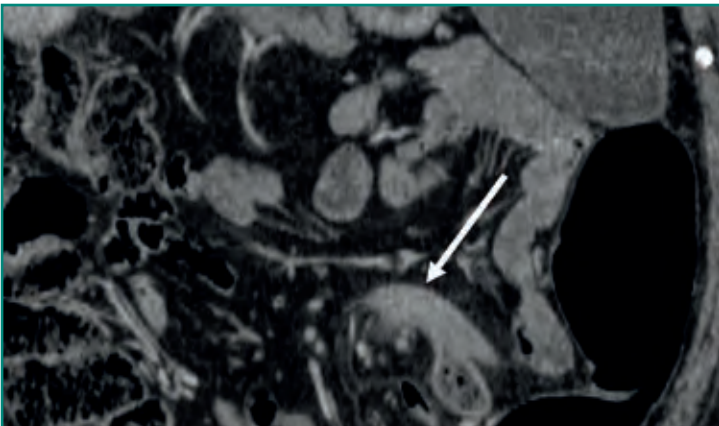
TC abdominal con obstrucción intestinal que muestra el “signo del remolino” con un giro del asa y del meso y sus vasos.
